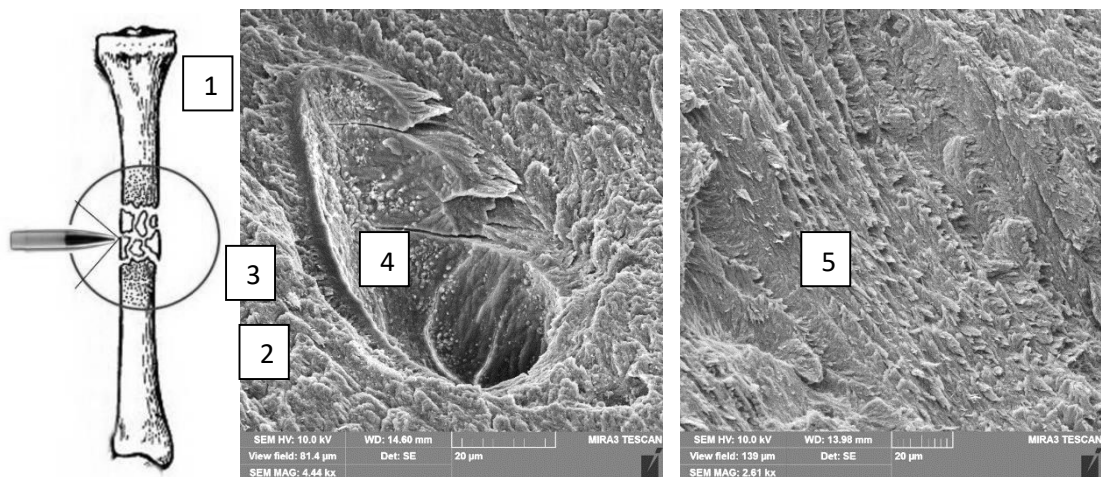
УХОТ КТ: 1 – ділянка інтактної кістки; 2 – ділянка повної руйнації кістки; 3 – ділянка УХОТ; 4 – мікротріщини у каналі Гаверса; 5 – сколи за лініями пластинок остеонів
